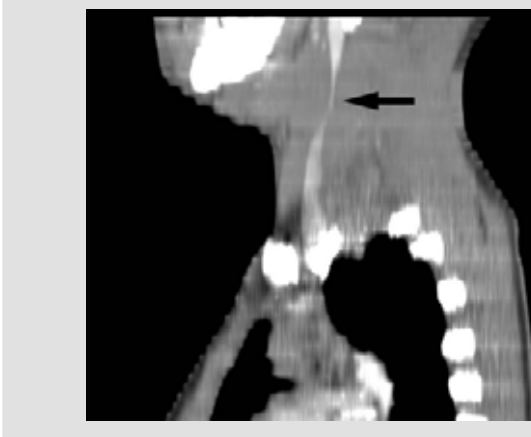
CT krku, sken v úrovni chrupavky štítné, obě vv. jugulares int. jsou komprimovány, vlevo jen jemný proužek k.l. při zadní stěně žíly (šipka). Oboustranně zachycené zvětšené mizní uzliny.
